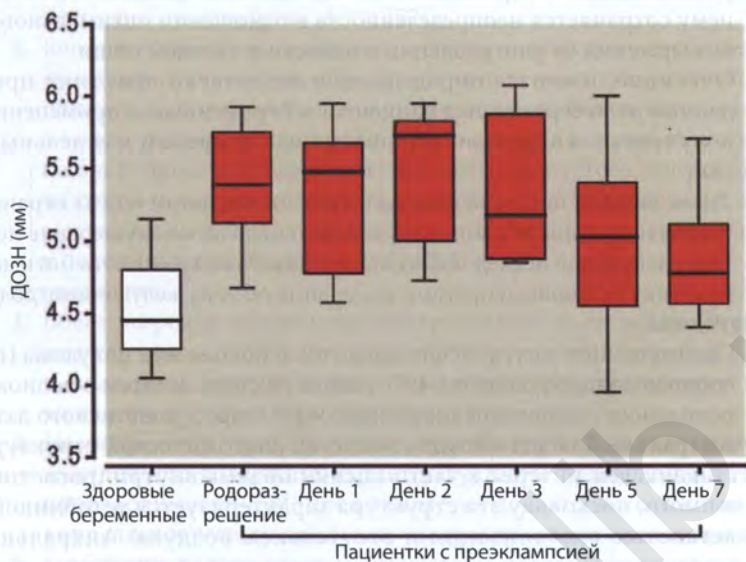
Диаметр оболочки зрительного нерва у здоровых женщин в сравнении с женщинами с преэклампсией. (Воспроизведено с разрешения: *Dubost C., Le Gouez A., Jouffroy V. et al. Optic nerve sheath diameter used as ultrasonographic assessment of the incidence of raised intracranial pressure in preeclampsia: a pilot study. Anesthesiology. 2012;116:1066–1071*)
